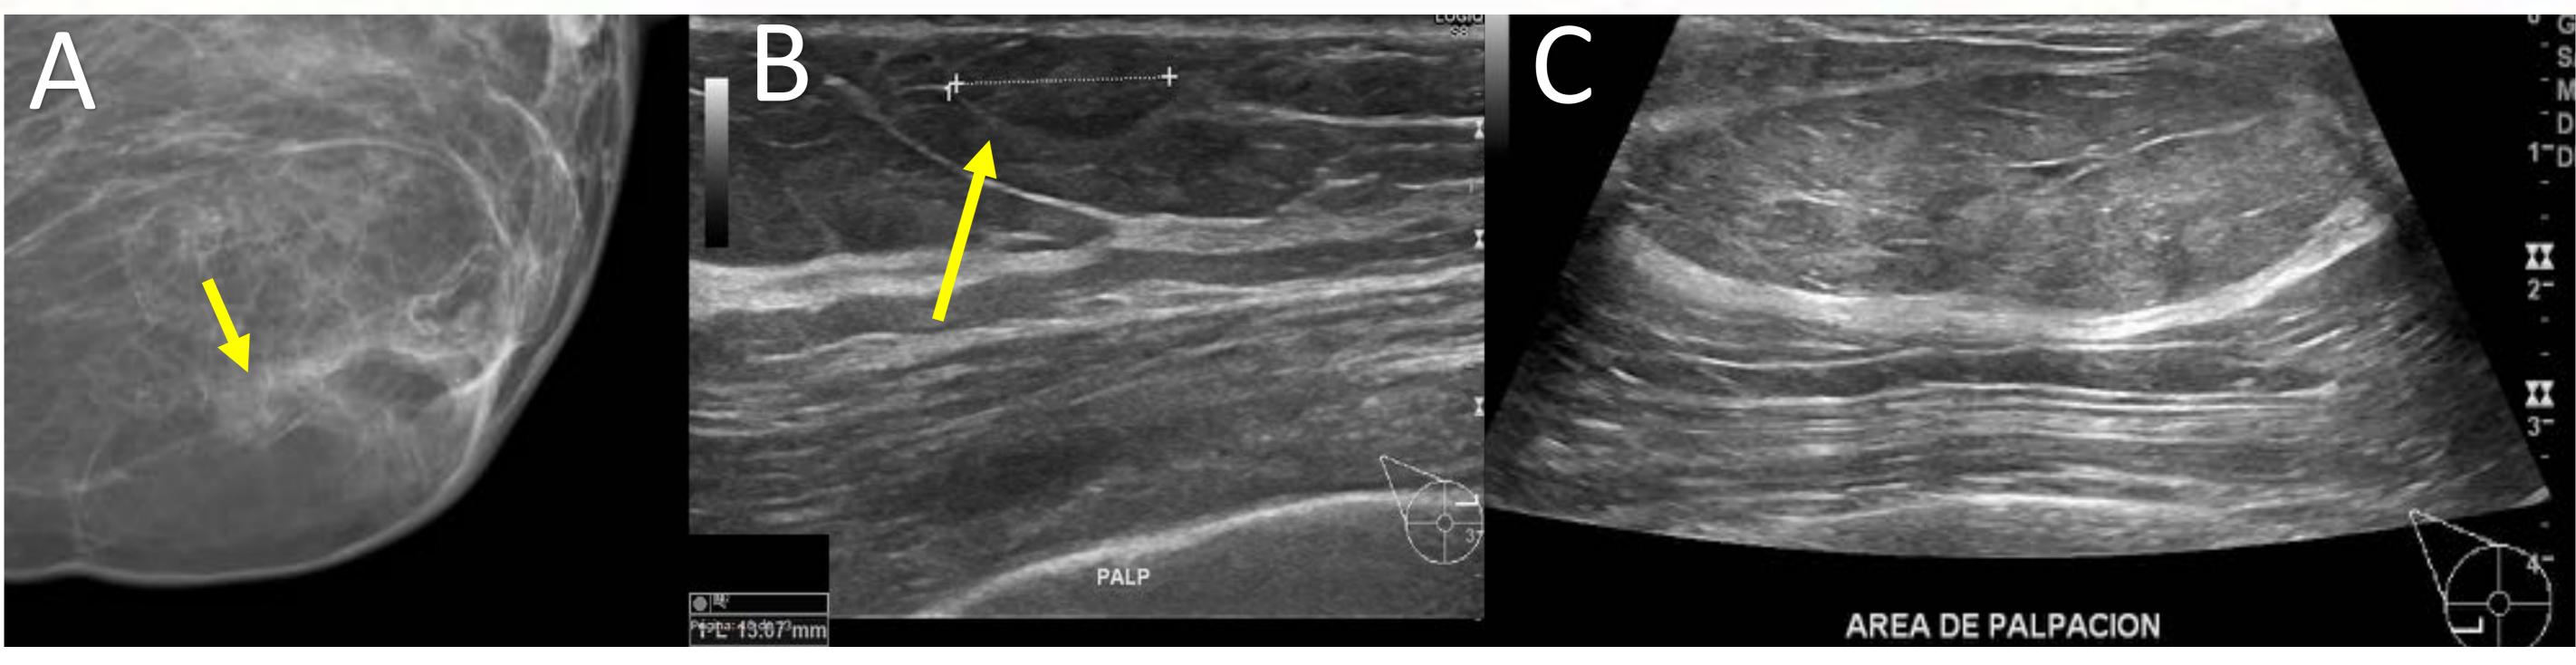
Lipoma. A) Mamografía en la que observa una lesión ovalada de densidad grasa (flecha). B y C) Ecografías en las que se aprecian lesiones ovaladas, isoecogénicas al tejido celular subcutáneo y de márgenes circunscritos.
